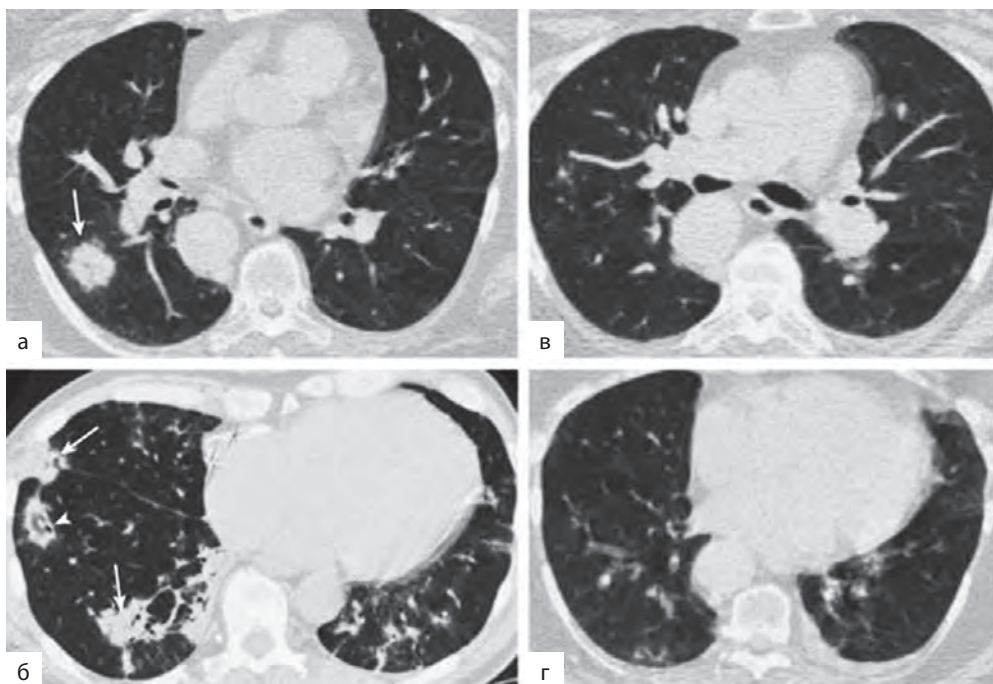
Легочная токсичность амиодарона, картина узловой организуемой пневмонии: а, б — компьютерные томограммы грудной клетки показывают правильные узелки в легких (стрелки); один узелок имеет вид «матового стекла», окруженный уплотнением (б, наконечник стрелки), характерный для организуемой пневмонии; в и г — компьютерные томограммы грудной клетки выполнены после прекращения терапии амиодароном и лечения кортикостероидами, показывают почти полное разрешение узелков [12]
